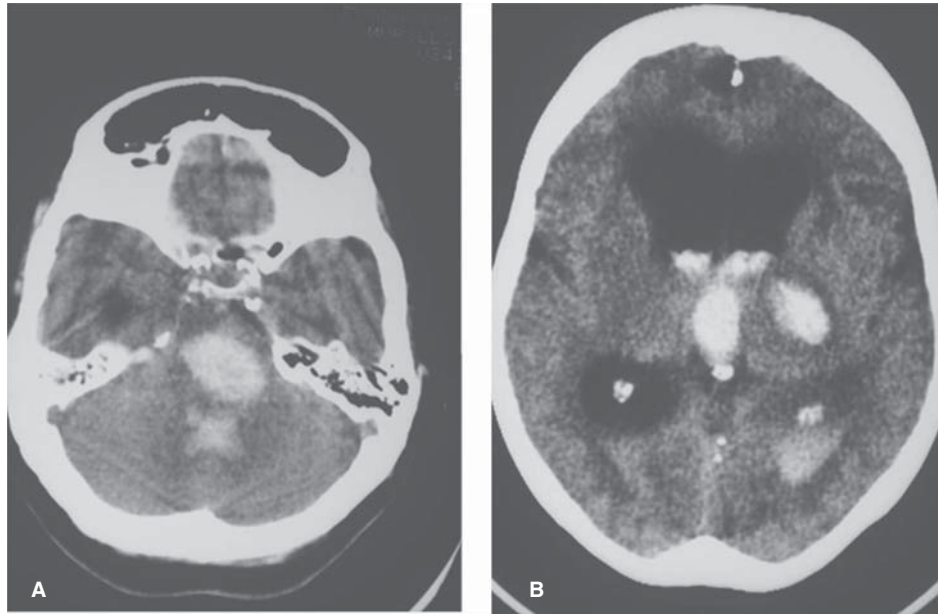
Hemorragia hipertensiva, tomografía cerebral simple. A) Corte en fosa posterior. Áreas de hiperdensidad por hemorragia en la protuberancia con drenaje al IV ventrículo. B) Hiperdensidad por hemorragia en el tálamo y brazo posterior de la cápsula interna izquierda, con drenaje al sistema ventricular adyacente.
